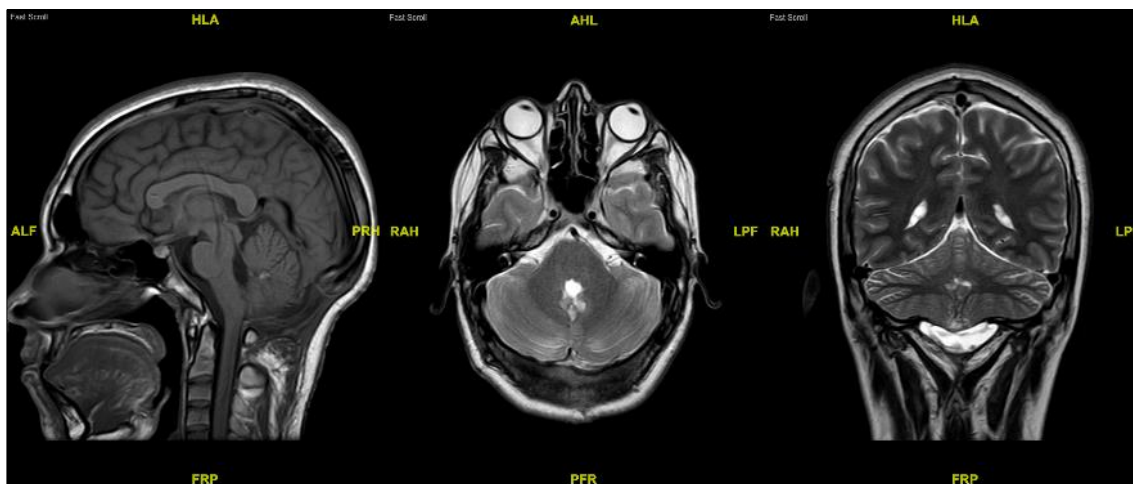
BC, 16 años, meduloblastoma. RM tras evento adverso (colección galeal). | A. Corte sagital. | B. Corte axial T2. C. Corte coronal T2.
